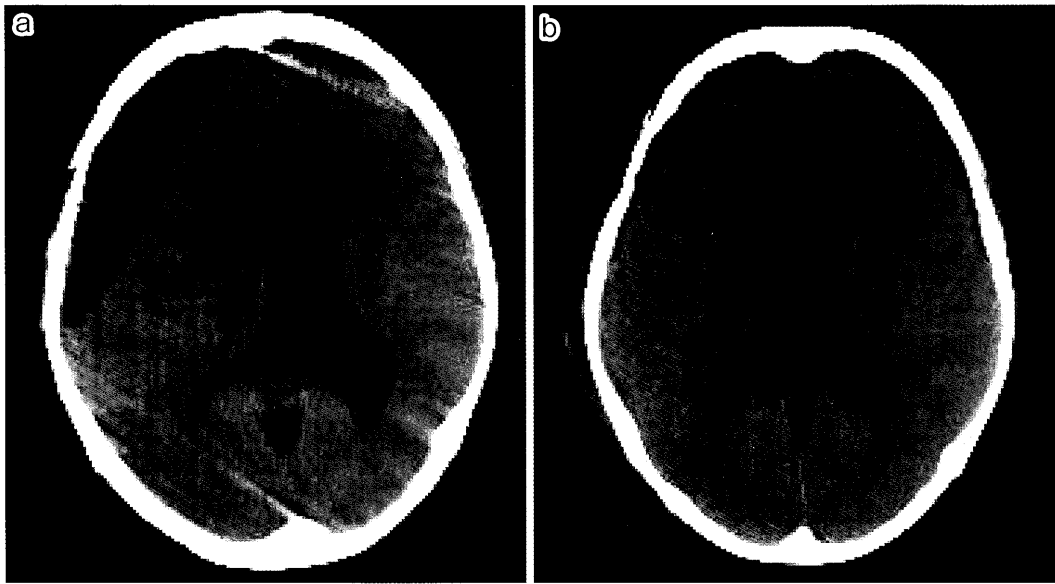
術前 (a) と術後第1病日 (b) の頭部 CT 像
